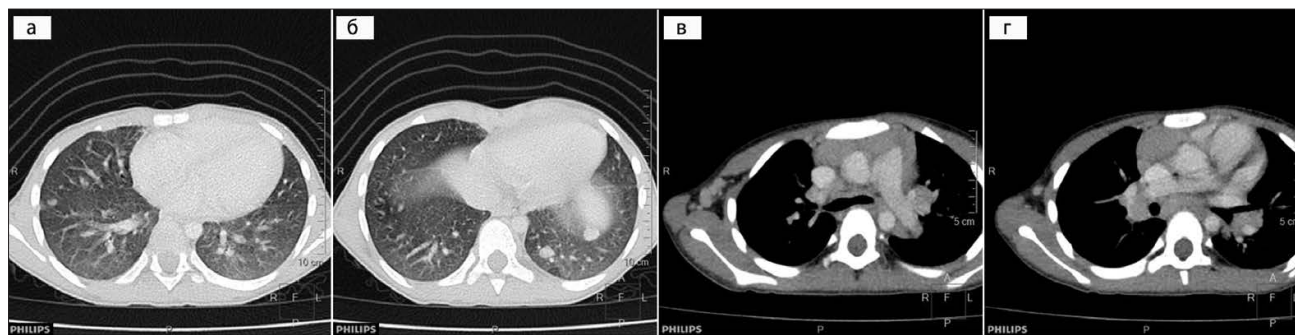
Комп'ютерна томографія: а-г — медіастинальна лімфаденопатія, множинні дрібні субплевральні, перибронховаскулярні вогнища в паренхімі легень
